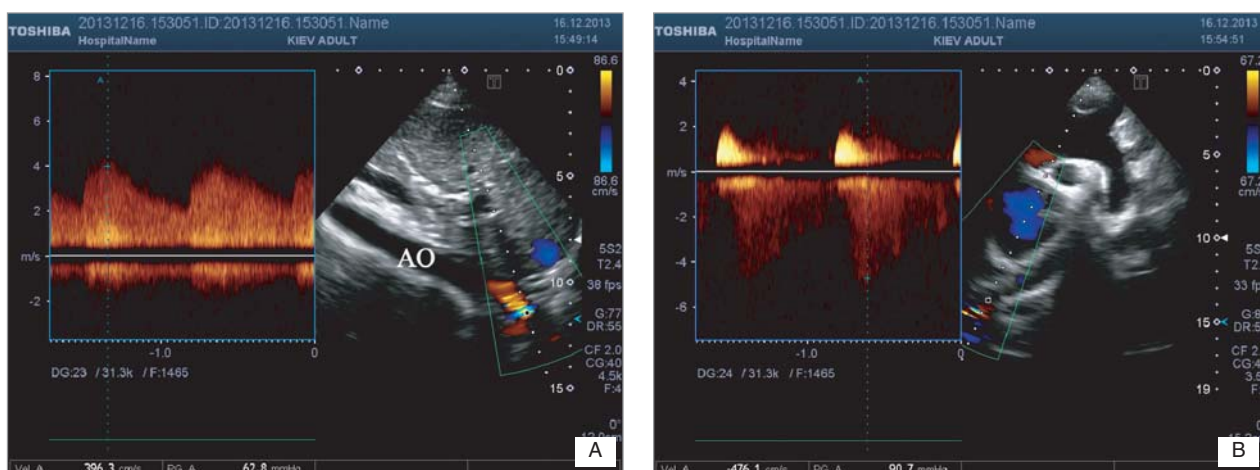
A. Subxiphoid view. Abdominal aortic flow was compatible with coarctation. Turbulence of the flow in descending thoracic aorta just above the diaphragm level (coarctation). B. High parasternal short axis view. Turbulence of the flow in descending thoracic aorta just above the diaphragm level (coarctation) with the peak gradient on it 90 mmHg
